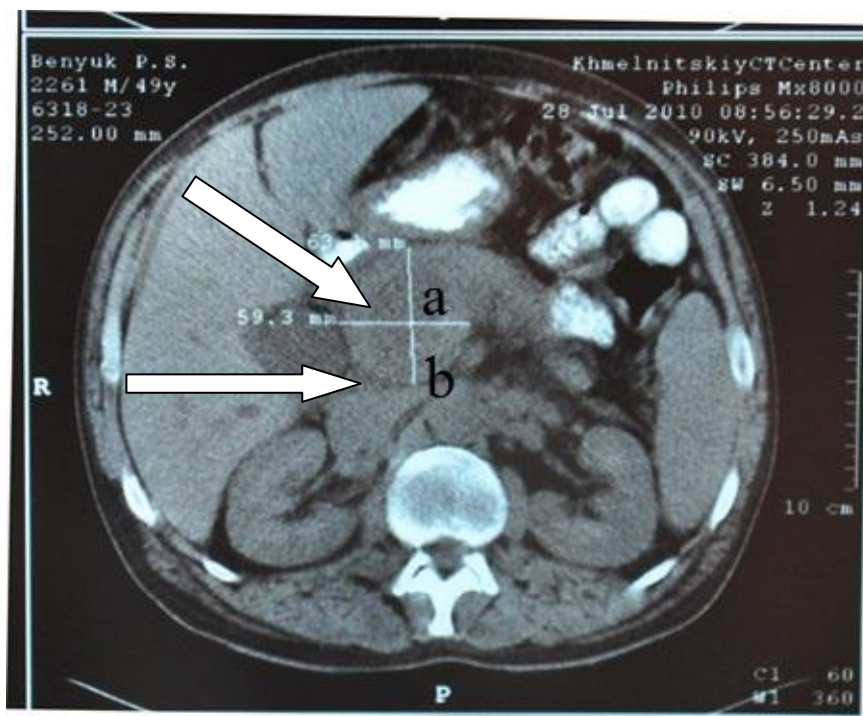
СКТ хворого Б. 1965 р.н. Мед. карта №2261 на хронічний панкреатит: а – переважне ураження голівки ПЗ; б – стеноз ДПК.
